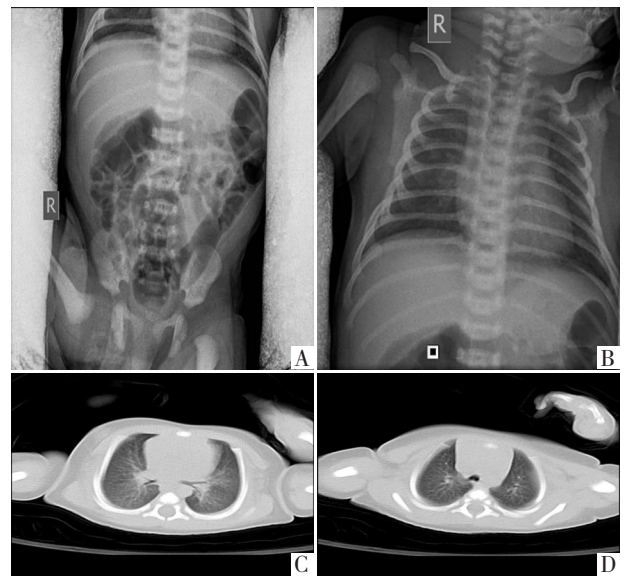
患儿住院期间影像学检查结果 A：生后 19 d（1 月 31 日）胸部 X 光片检查：两肺纹理增粗，肺野内带见斑片状模糊影。B：生后 20 d（2 月 1 日）腹部 X 光片检查：双膈下无游离气体，腹部肠气分布均匀，未见液平面。C 和 D：生后 26 d（2 月 7 日）胸部 CT 检查：双肺纹理增粗，未见实质性浸润。
